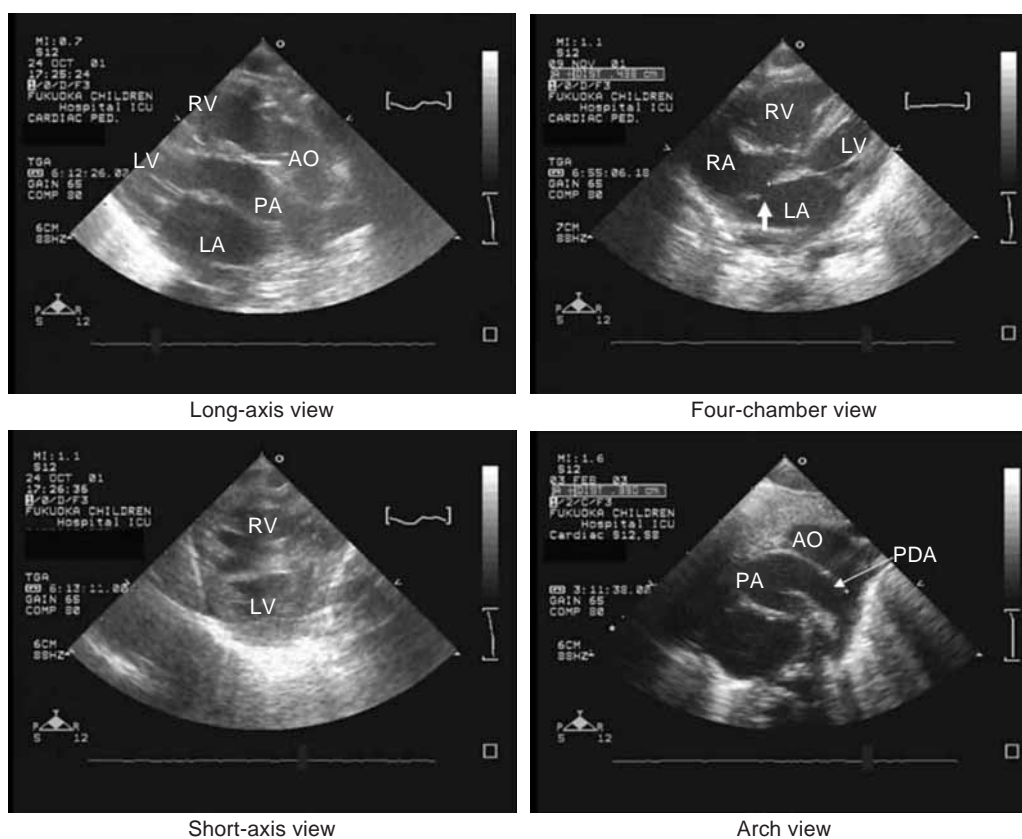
Echocardiography: Long-axis view demonstrates typical transposition of the great arteries (the anterior aorta arising from the right ventricle, and the posterior pulmonary artery arising from the left ventricle). Four-chamber and short-axis views show the enlarged right ventricle (arrow indicates ASD). Arch view shows the large PDA.
